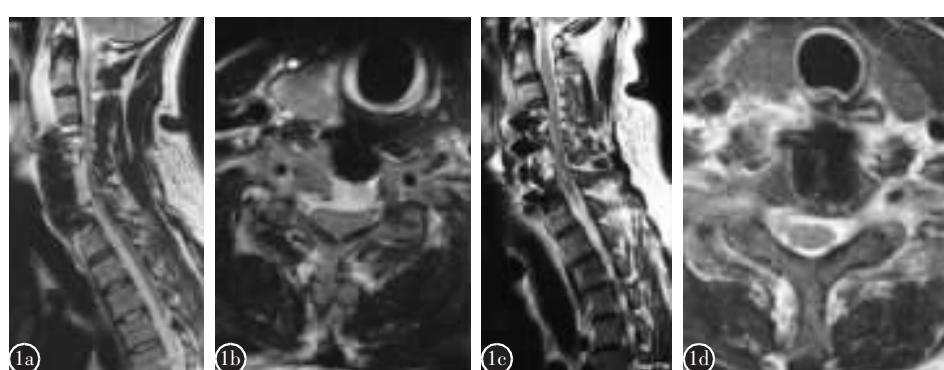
患者男,38岁,颈椎前路手术,术后出现神经损害症状 6h a、b MRI 显示 C5 椎体对应椎管内血肿,脊髓明显受压 c、d 血肿清除术后 MRI 显示血肿已被清除,硬膜囊膨胀,压迫解除
